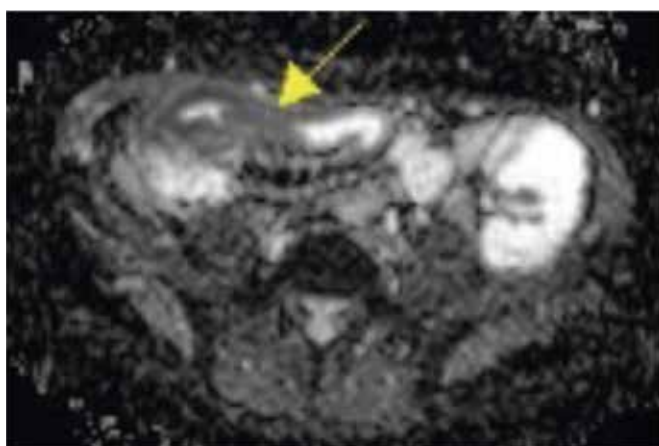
ADC. Confronto con la sequenza DWI della fig. M. La zona ileale patologica appare ipointensa. Le sequenze ADC, utili se confrontate con le DWI, distinguono iperintensità patologiche ed effettiva restrizione della diffusione dell'acqua, da effetti T2 shine through.
